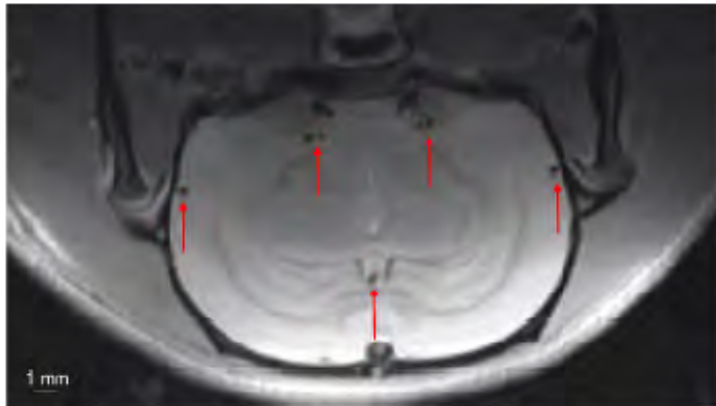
Abdominelle und kraniale BB-MRT der gesunden Ratte (a)  $TE=18$  ms,  $TR=750$  ms,  $FOV=60 \times 60$  mm<sup>2</sup>, voxel size= $0.234 \times 0.234 \times 0.8$  mm<sup>3</sup>, scan time=2:06; b)  $TE=12$  ms,  $TR=750$  ms,  $FOV=40 \times 20$  mm<sup>2</sup>, voxel size= $0.156 \times 0.156 \times 0.8$  mm<sup>3</sup>, scan time=01:36).
